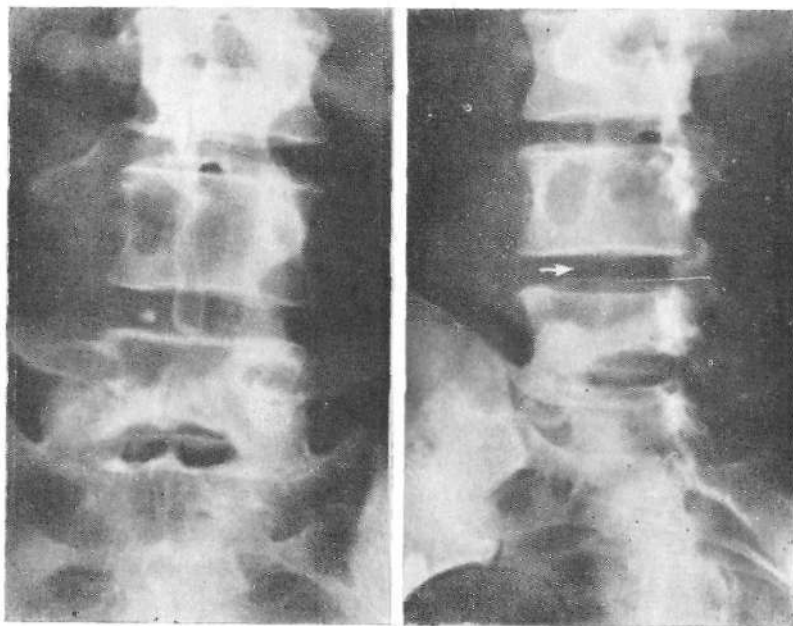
Рентгенограмма поясничного отдела.
